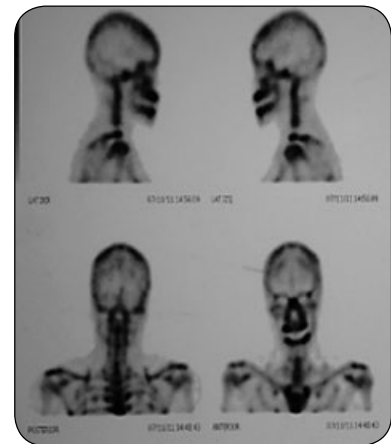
Hiperplasia condilar en ATM derecha. (A) Rx. Posteroanterior (B) Gammagrafía ósea (C) SPECT de ATM, con asimetría de captación a nivel de las articulaciones temporomandibulares con leve predominio de la derecha. Patrón gammagráfico compatible con Hiperplasia condilar derecha activa. (D) Vista Frontal (E) Vista Posterior, Reconstrucción 3D
